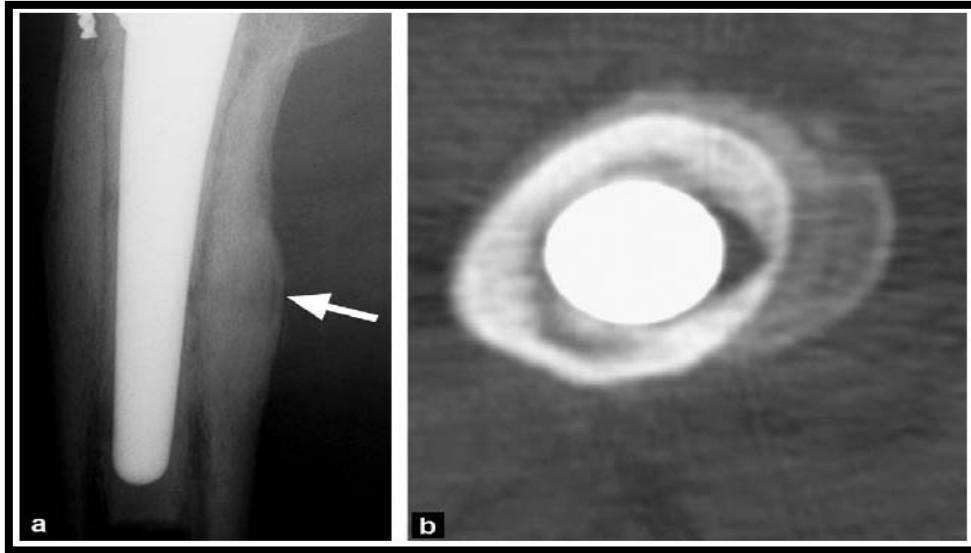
(a) Radiographie et (b) Coupe axiale de la TDM de la queue d'une tige prothétique du col du fémur : apposition
